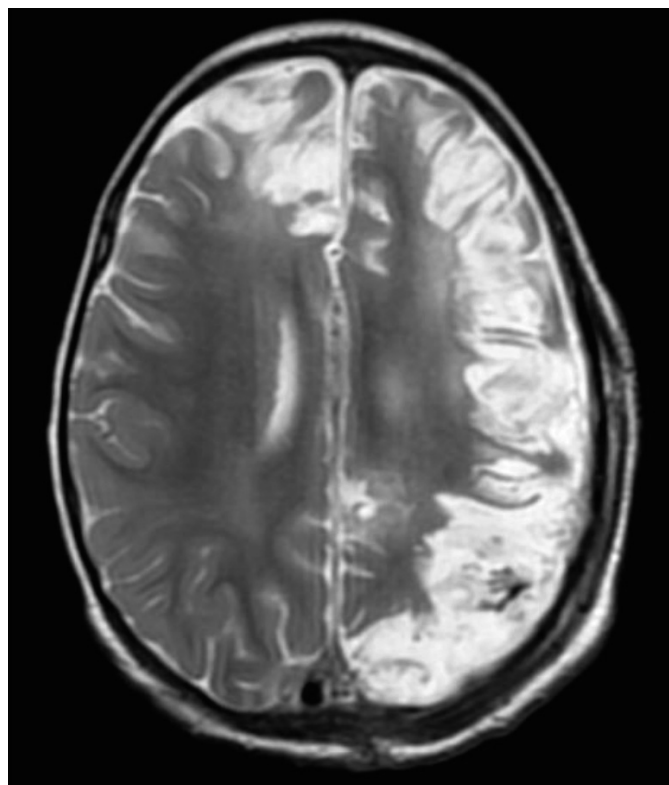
МРТ. Після лікування. Кістозно-гліозні зміни паренхіми.
